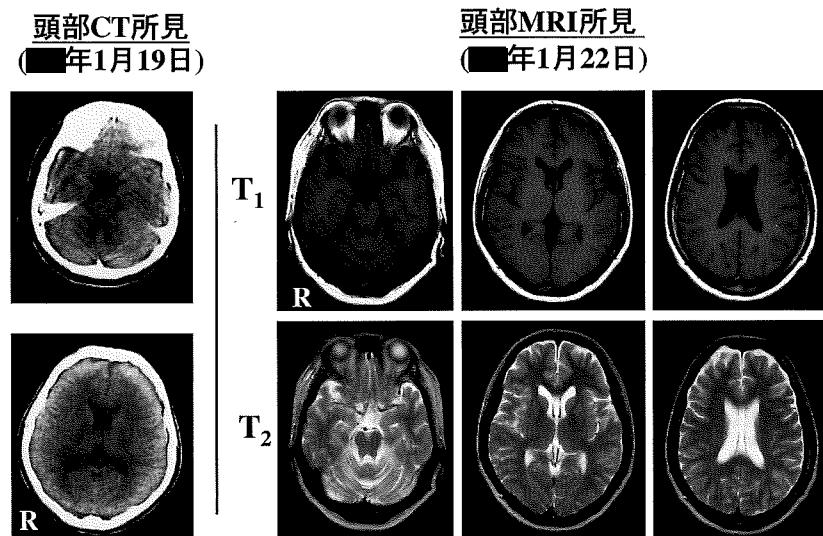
自験 AJFNHE 第1例の頭部CTおよびMRI所見
